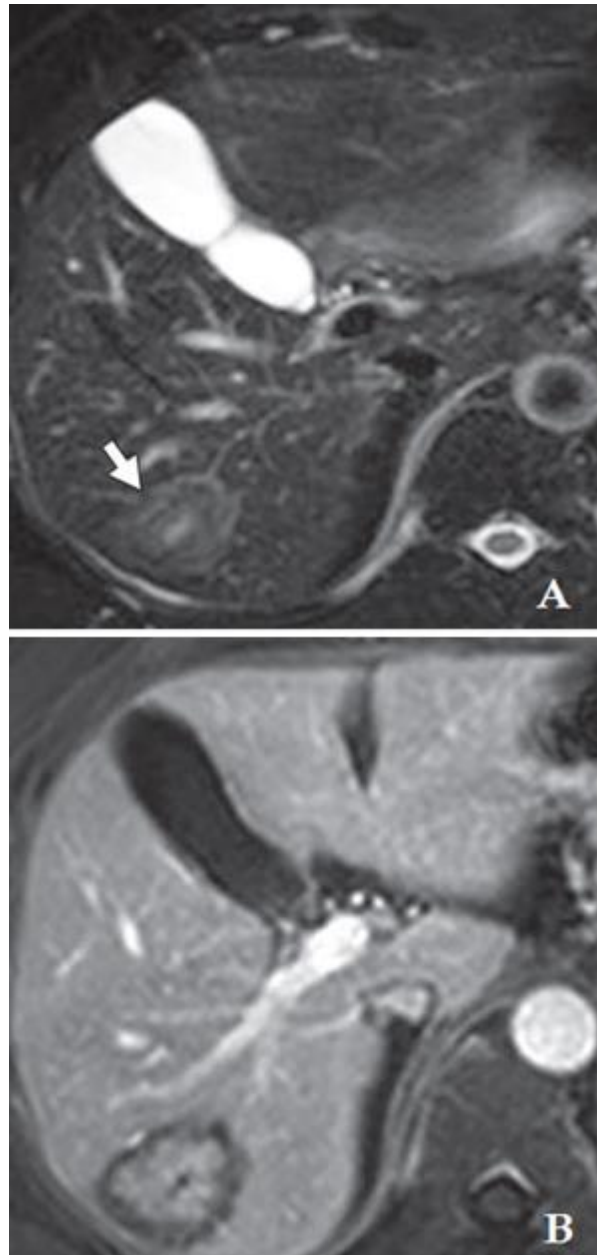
Coupe axiale d'une IRM abdominale montrant une masse hépatique iso-intense à légèrement hyper-intense en T2 avec centre hyper-intense (A). L'injection du gadolinium pondérée en T1 montre un aspect en « cible » avec hypo-intensité centrale (B) ^[43].
